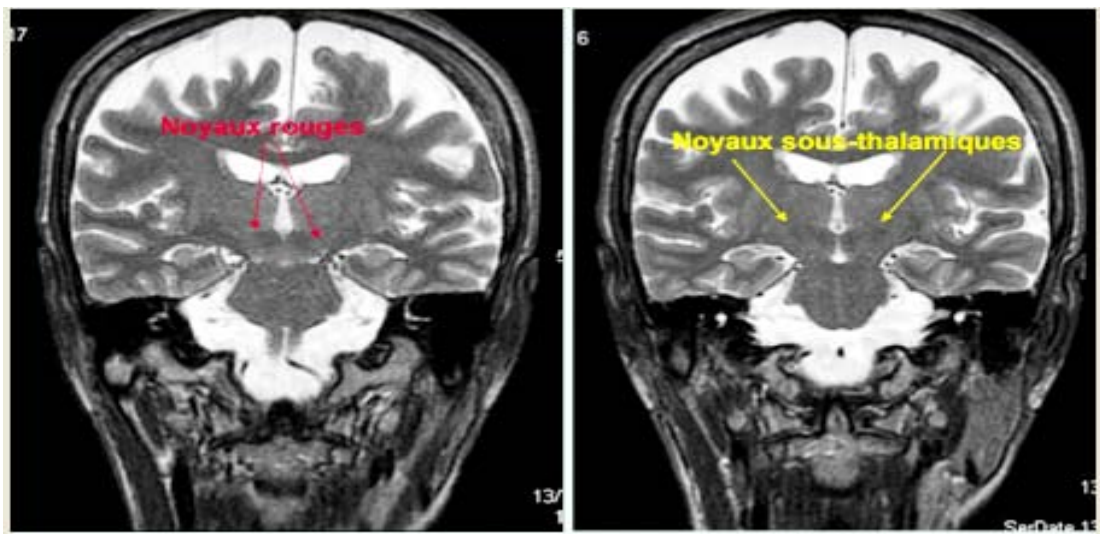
Repérage du NST et du noyau rouge sur IRM cérébrale coupe coronale T2.
